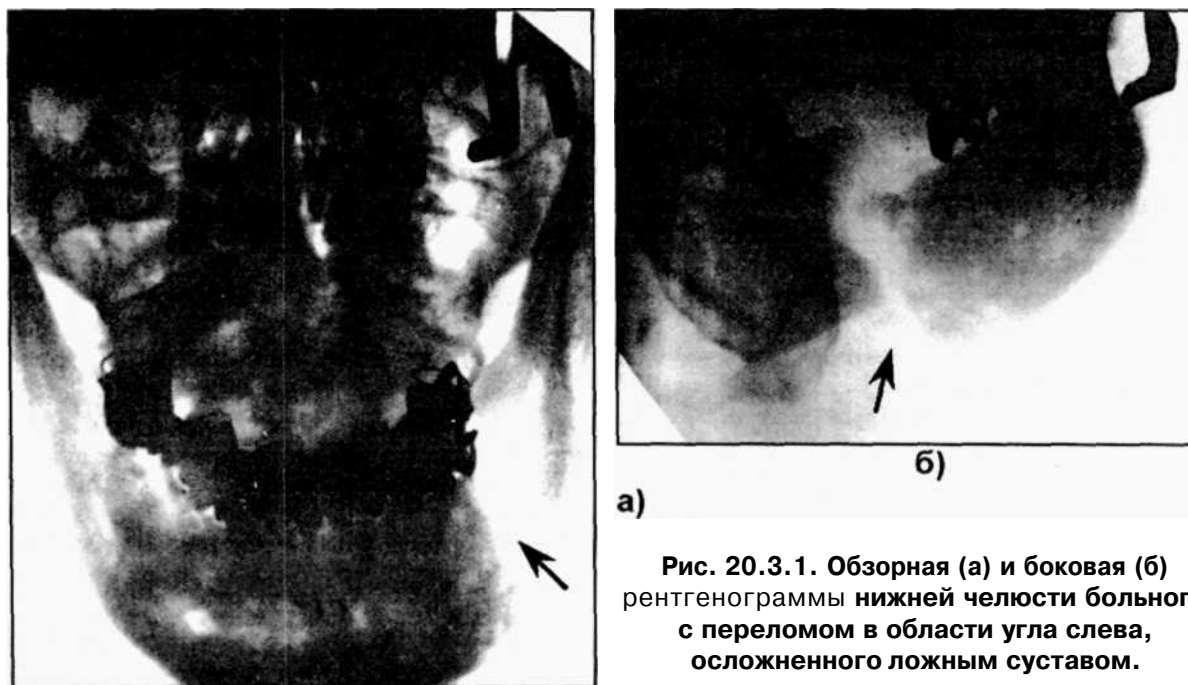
Обзорная (а) и боковая (б) рентгенограммы нижней челюсти больного с переломом в области угла слева, осложненного ложным суставом.
